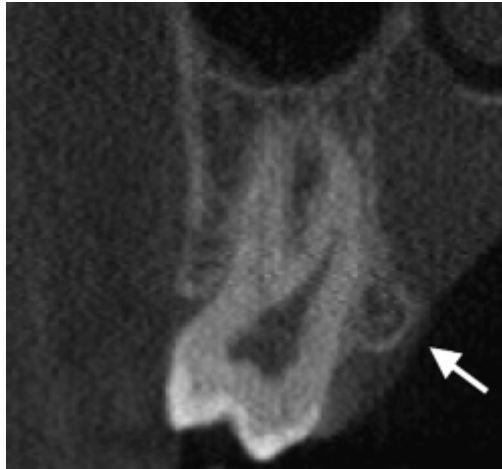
Tomografia Computadorizada de feixe cônico revelando a presença de exostose óssea palatal na região do primeiro molar superior e uma faixa fina de mucosa mastigatória palatal(seta)
